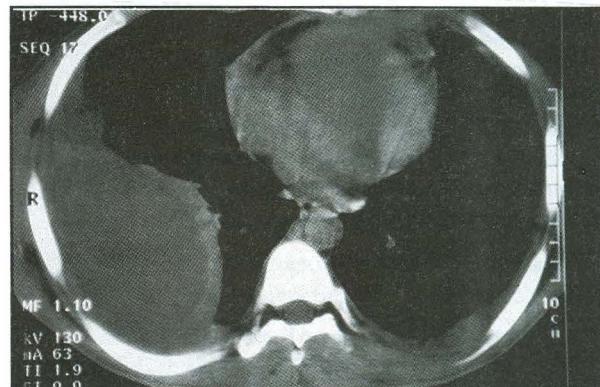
TAC de tórax que confirma lesión pleural loculada de pared relativamente gruesa localizada en la región inferior del hemitórax derecho.
